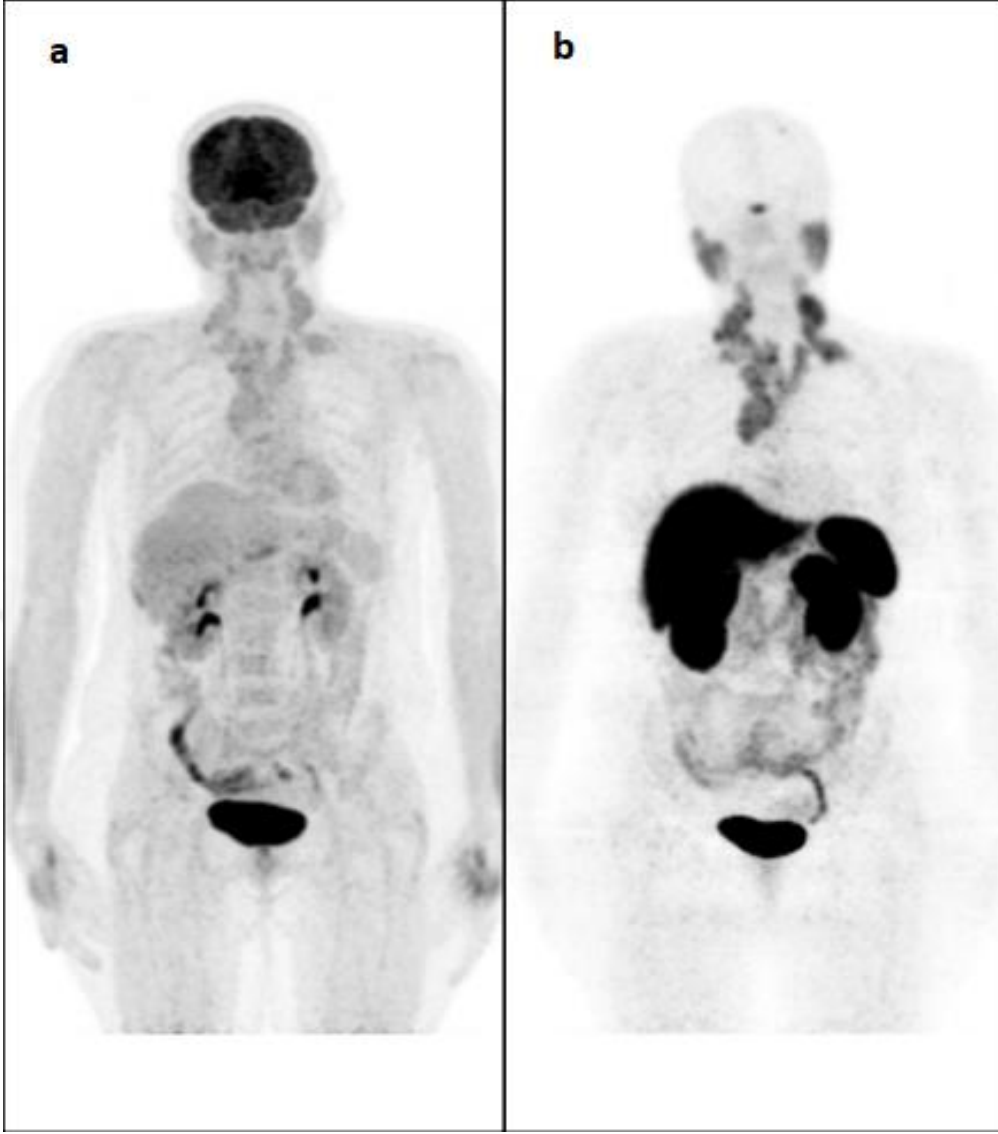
FDG negatif, DOTA-TATE pozitif kemik metastazı (kranyum).
